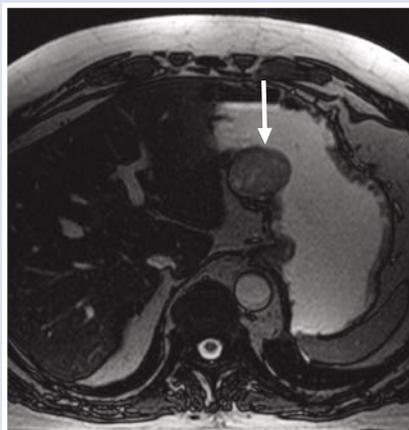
МРТ лейомиомы желудка
